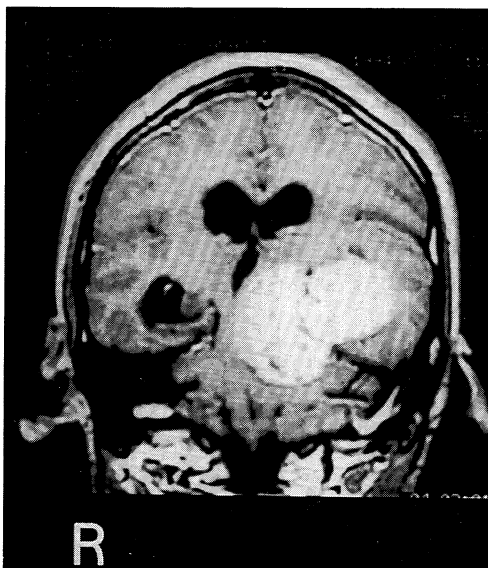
MRI T1-Gd 像, 左小脳テント上下に進展する大きな腫瘍を認める.
